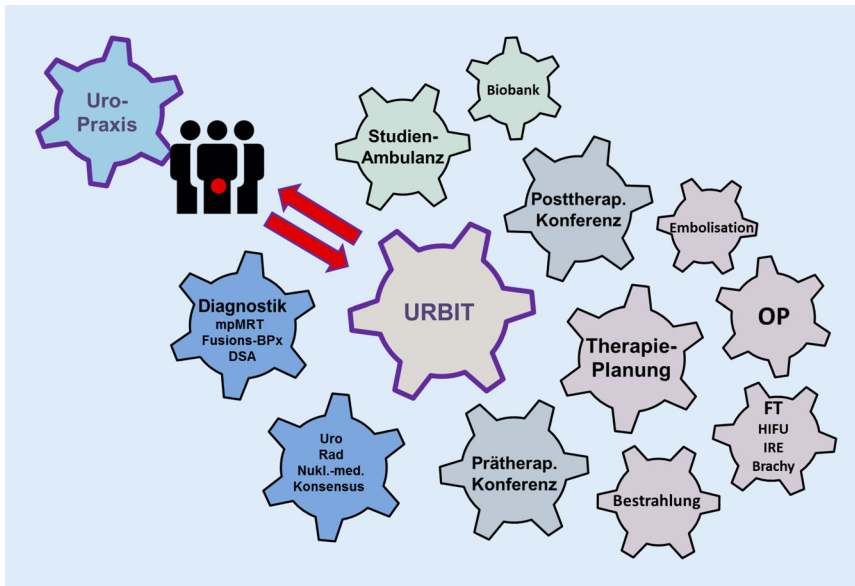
▲ URBIT (interdisziplinäres urologisch-radiologisches Zentrum für bildgeführte Diagnostik und Therapien). Verzahnung verschiedener interdisziplinärer Sprechstunden mit den diagnostischen und therapeutischen Einheiten in der Universitätsklinik für Urologie und Kinderurologie Magdeburg. *mpMRT* multiparametrische MRT, *BPx* Prostatabiopsie, *DSA* digitale Subtraktionsangiographie, *OP* Operation, *FT* fokale Therapieverfahren, *HIFU* hoch fokussierter Ultraschall, *IRE* irreversible Elektroporation, *Uro* Urologie, *Rad* Radiologie, *Brachy* Brachytherapie
